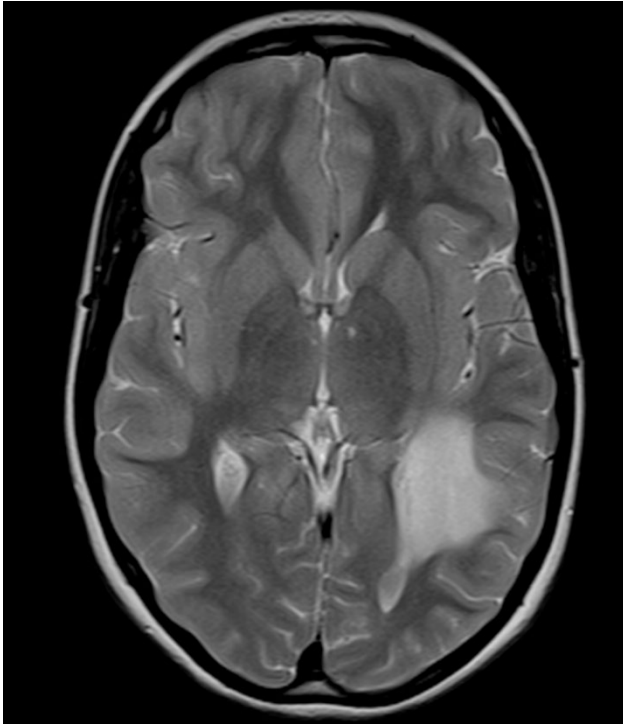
MRT-Bildgebung einer Patientin mit einem anaplastischen Astrozytom MRT-Bildgebung in T2-Wichtung, axial, einer 15 Jahre alten, weiblichen Patientin mit einem anaplastischem Astrozytom (WHO Grad III) aus der HIT-HGG-Datenbank. Es zeigt sich eine hyperintense Raumforderung im occipitalen Marklager links.
